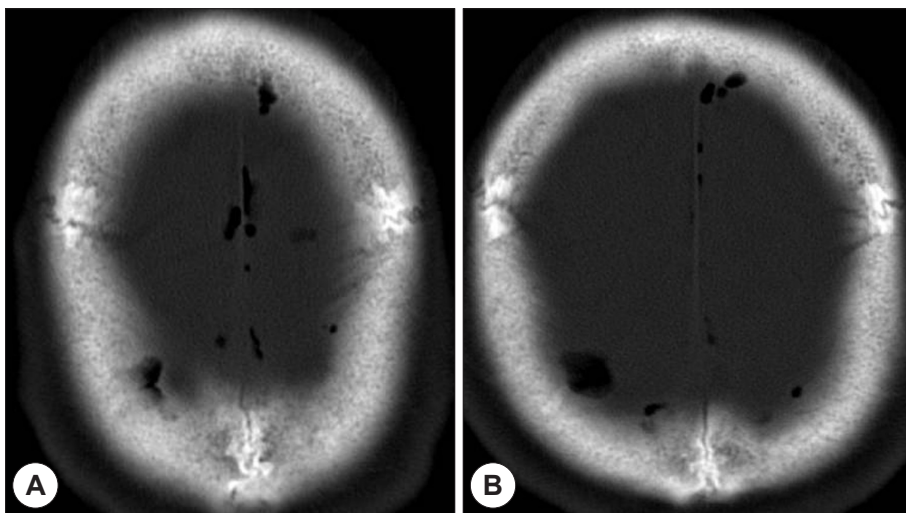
Axial brain CT scan shows a multi-focal pneumocephalus in both frontal and parietal area.
